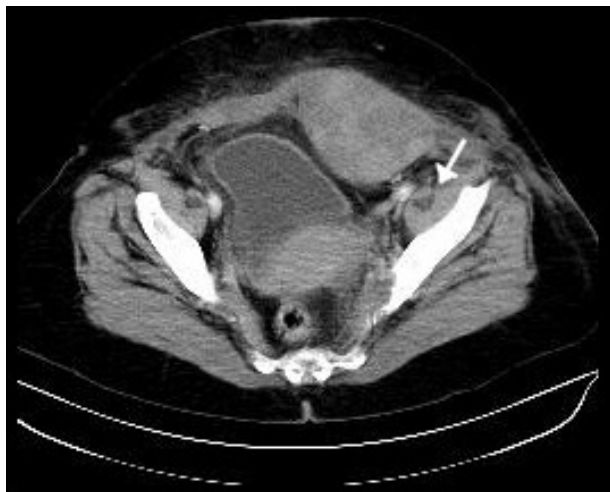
Tomografia computadorizada mostrando hematoma do lado esquerdo da bainha do músculo reto abdominal (seta)
